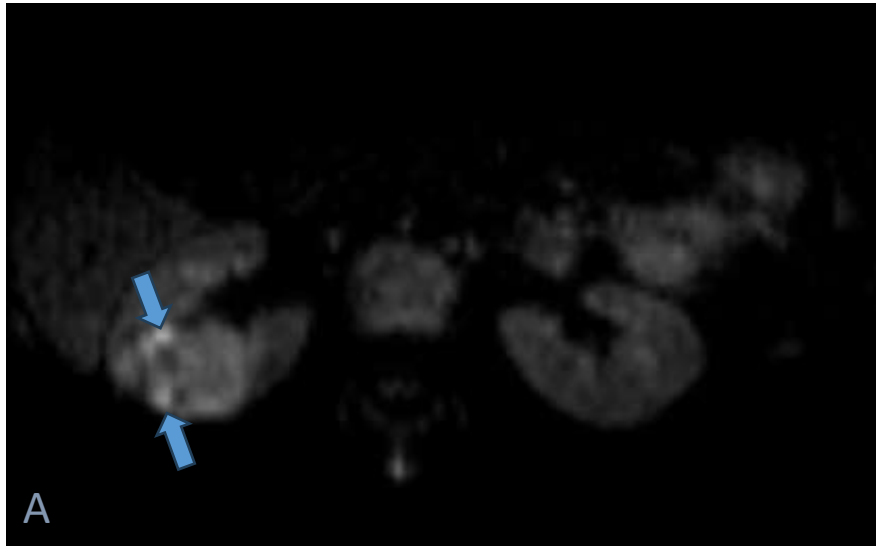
RM abdominopélvica en secuencias de difusión (imagen A) y mapa ADC (imagen B) axial. Paciente de 10 años con antecedentes de meduloblastoma tratado con cirugía y QT. Identificamos una lesión sólida cortical en mesorrión derecho, de crecimiento exofítico, que presenta áreas focales que restringen en difusión (flechas azules). Dado los antecedentes del paciente, en el diagnóstico diferencial debemos incluir el carcinoma de células renales quimioinducido (posteriormente confirmado en este caso por Anatomía Patológica).
